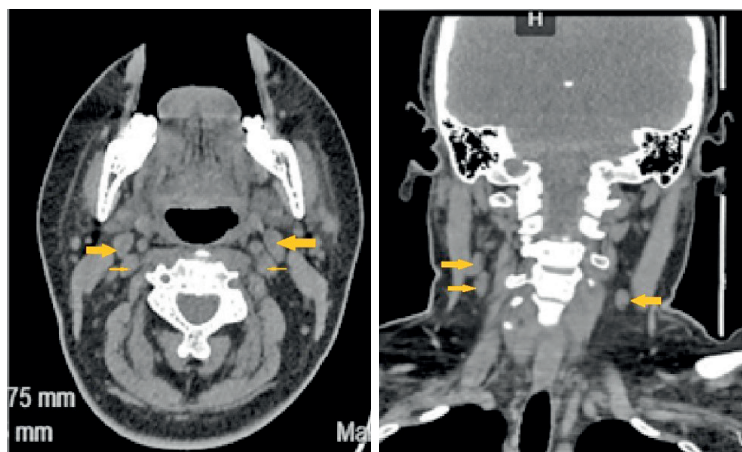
Пациентка 38 лет. КТ головы и шеи. Саркоидоз. Периферическая лимфаденопатия. Сентябрь 2022 г.
